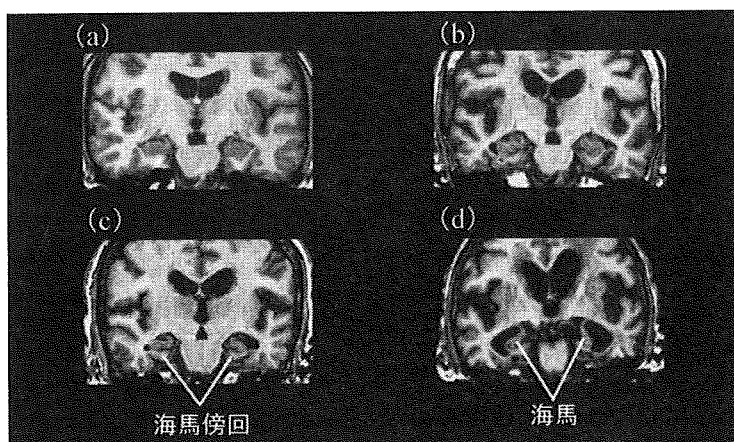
アルツハイマー病患者のMagnetic Resonance Image (MRI) 冠状断像
